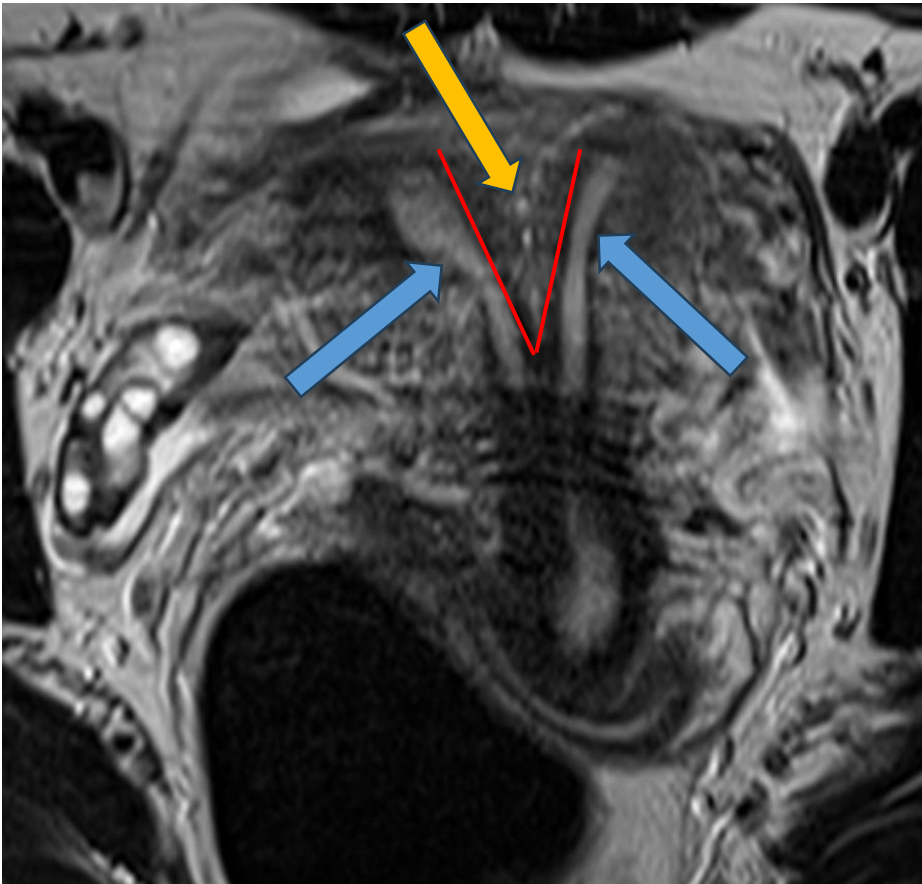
RM de pelvis en el plano coronal oblicuo, potenciada en T2. Se observan dos cavidades endometriales (flechas azules), separadas por un tabique de tejido miometrial (flecha naranja). El fondo uterino presenta aspecto convexo, a la vez que ambas cavidades endometriales presentan una angulación entre las mismas de 55° (línea roja).
